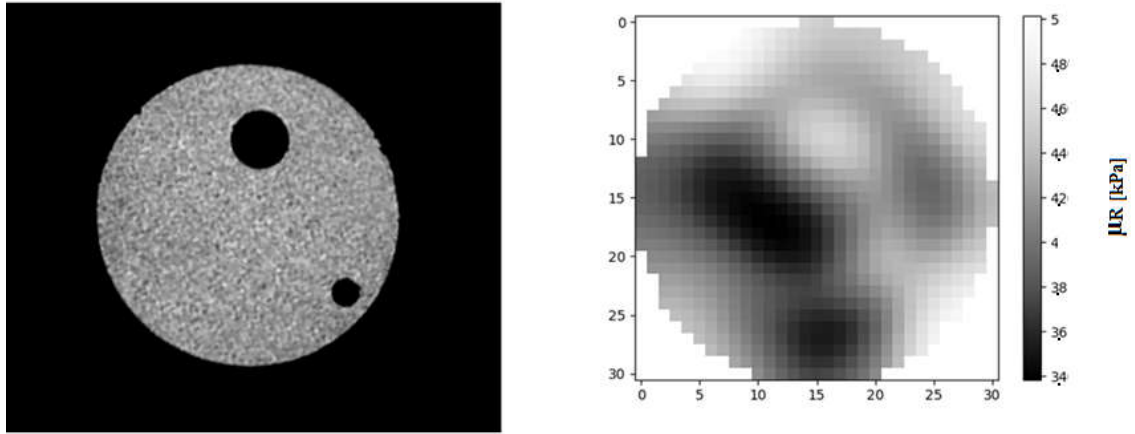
T1 MRI localization of the inclusions (left), and the corresponding slice of the DICE reconstruction (right), showing the shear modulus at 60 Hz.
